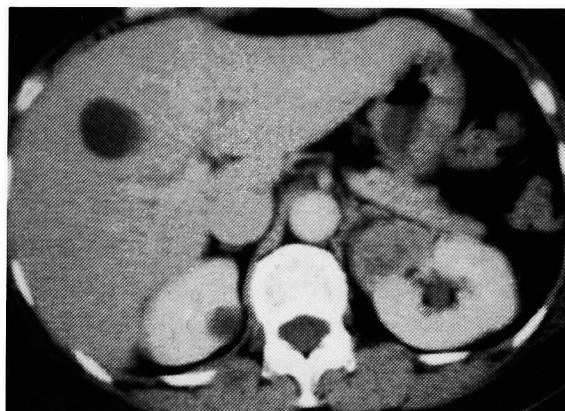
Abdominal enhanced CT showed a heterogeneous tumor in the hilum of left kidney.
